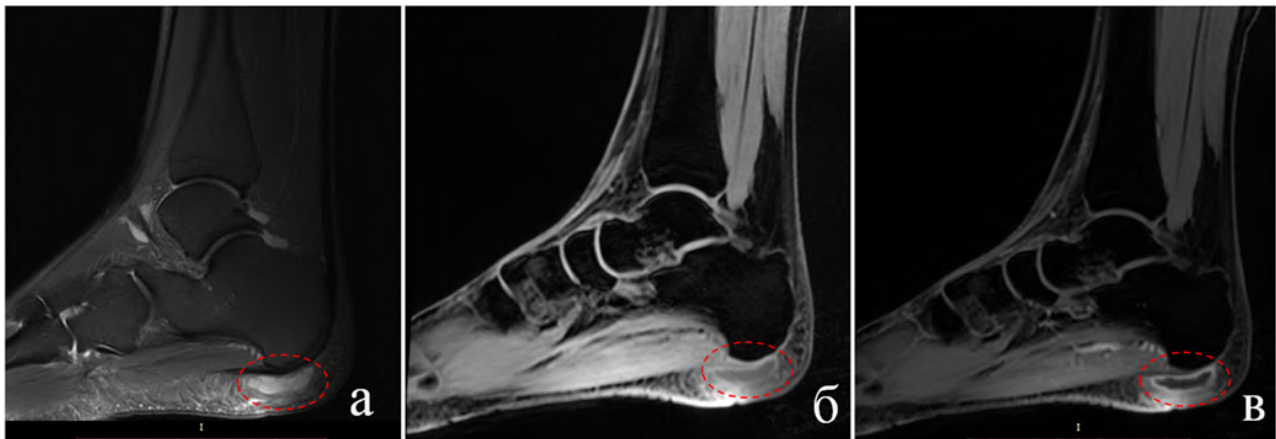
Результат МРТ правой стопы: А — T2-FS Sag; Б — T1-FS Sag (до внутривенного введения контрастного препарата); В — T1-FS Sag CE (после внутривенного введения контрастного препарата). В подкожной жировой клетчатке пяточной области вдоль плантарного апоневроза на уровне пяточного бугра визуализируется образование (красный круг) с четкими, ровными контурами, структура жидкостная, равномерная, с выраженным накоплением контрастного препарата по периферии. Отмечается отек окружающей клетчатки. Образование прилежит к плантарному апоневрозу, МР-сигнал от него и пяточного бугра не изменены
